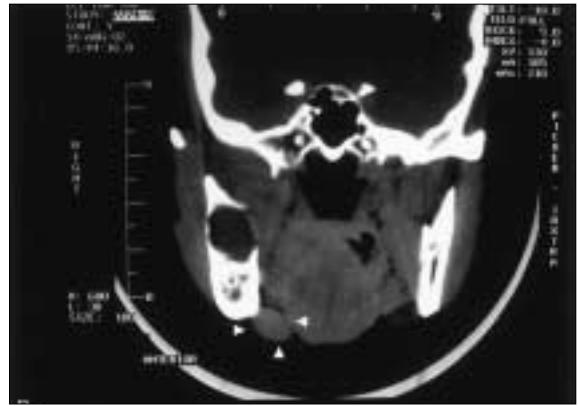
Coronal view of CT scan. Enlarged metastasized lymph node was seen in right submandibular area (white arrow head).
